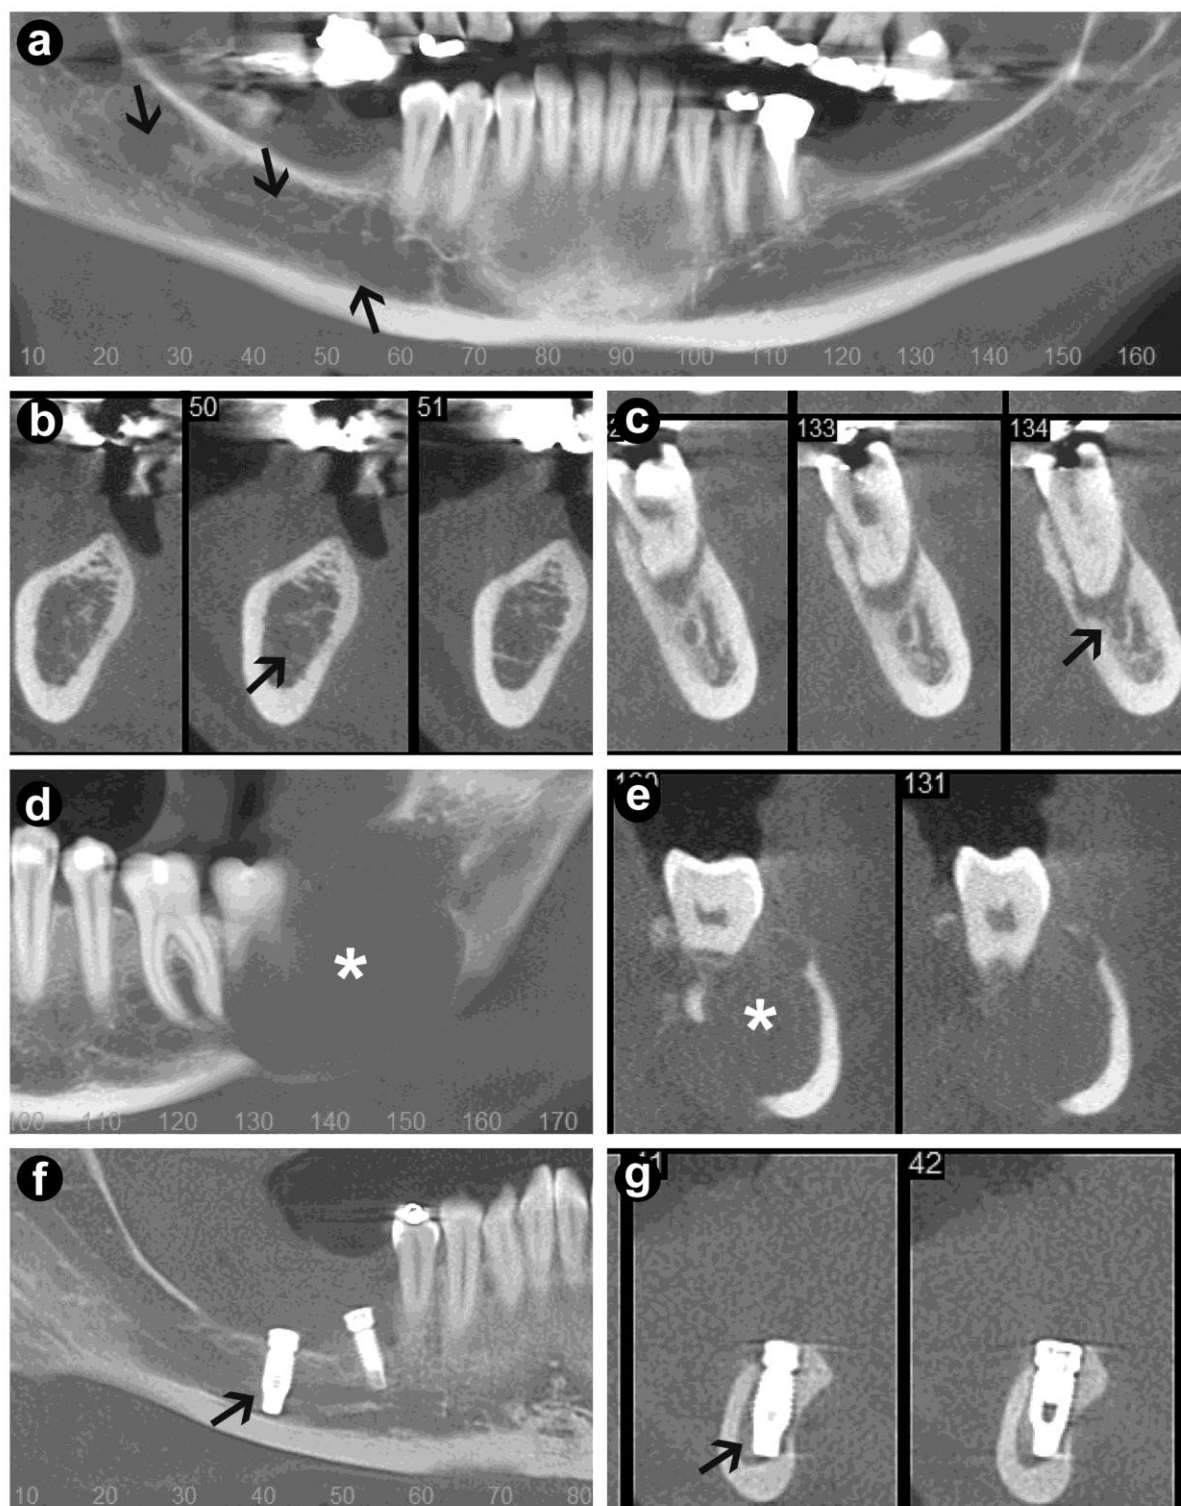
Hypomineralization of the canal walls (a, b), periapical lesion (c), expansive tumoral lesion (d,e), and iatrogenic perforation of the mandibular canal by dental implant (f,g).
